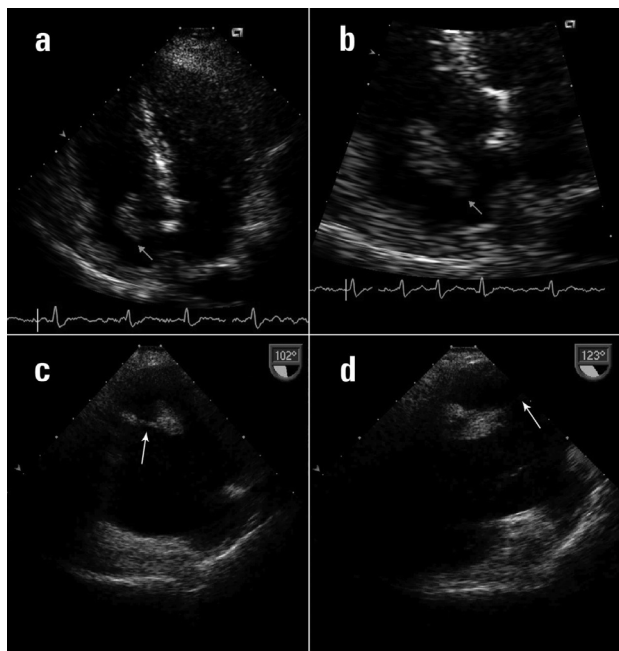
Ecocardiograma transtorácico. a. Plano apical en el que se observa una masa con morfología ovoide en el interior de la aurícula derecha. b. Plano apical con imagen aumentada de la aurícula derecha, en la que se observa cómo la masa intracavitaria está conectada al *septum* interauricular. c. y d. Ecocardiograma transesofágico en el que se observa la masa lobulada en el interior de la aurícula derecha, que se asienta sobre la red de Chiari (*flechas*).
